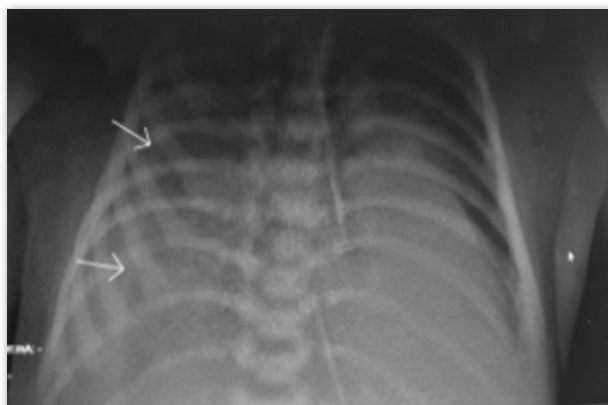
Radiografía de control posterior a colocación de CVC, se aprecia también derrame (las flechas señalan la pleura).
